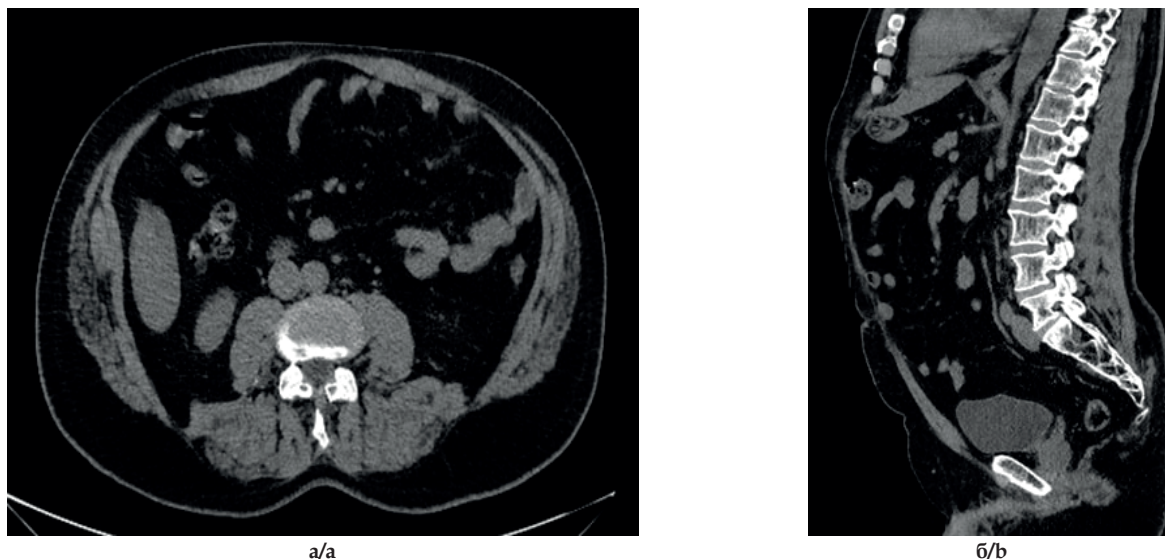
Контрольная КТ через 10 лет после оперативного вмешательства. Рецидива грыжи нет. а – аксиальный срез; б – сагиттальный срез.
